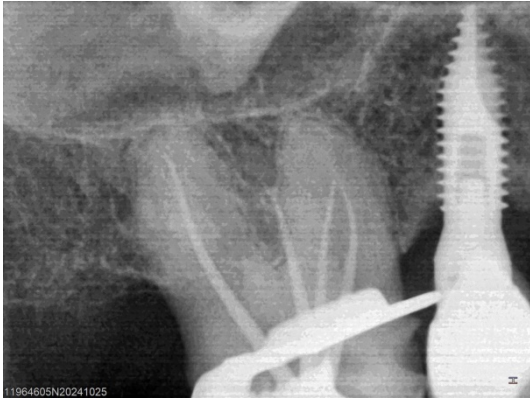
Radiografía Conometría.
